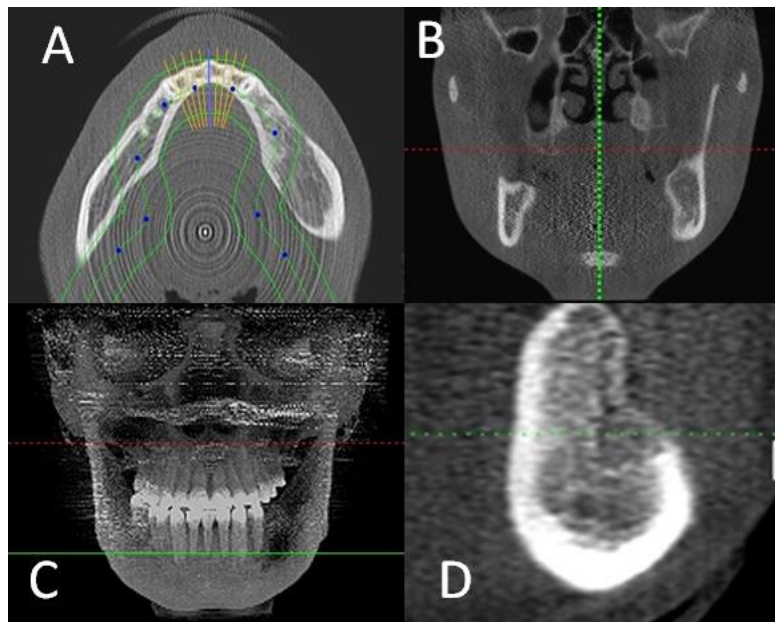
Tomografia Computadorizada após 6 meses de controle onde é possível observar formação óssea ainda em andamento nos cortes axial (A), coronal (B), vista frontal (C) e corte parassagital (D).
